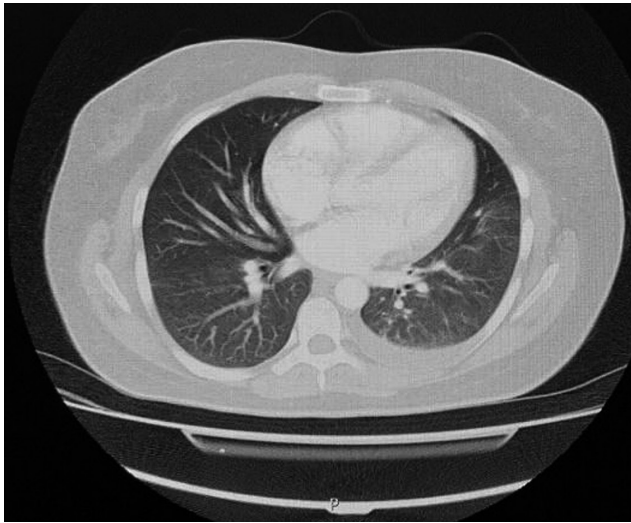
Angiotomografía de tórax: trombo a nivel del ramo segmentario lobar inferior derecho, derrame pleural derecho y atelectasia. Imágenes propiedad de los autores.
